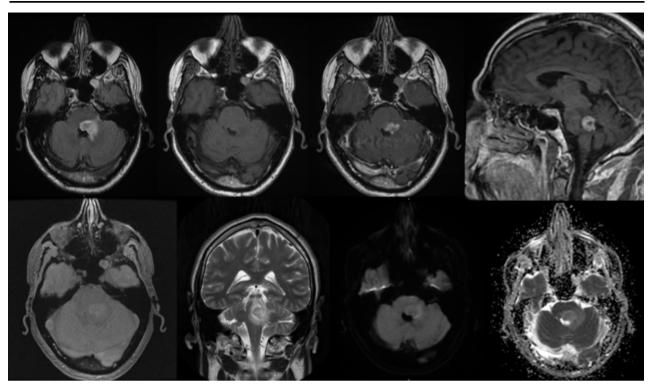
A: Axial-FLAIR. B: Axial-T1 sin gadolinio. C: Axial-T1 con gadolinio. D: Sagital-T1 con gadolinio. E: T2*- GRE F: Coronal-T2 G: Difusión. H: ADC
